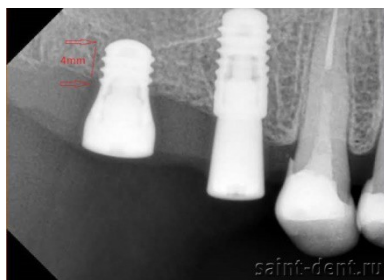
Рентген-контроль остеоинтеграции имплантатов. Интегрированный имплантат на рентгеновском снимке окружен плотной костью без участков разрежения. Для контроля остеоинтеграции предпочтительнее использовать плоскостной рентгеновский снимок, т.к. КТ может содержать артефакты, связанные с наличием металлической конструкции и затрудняющие оценку.
